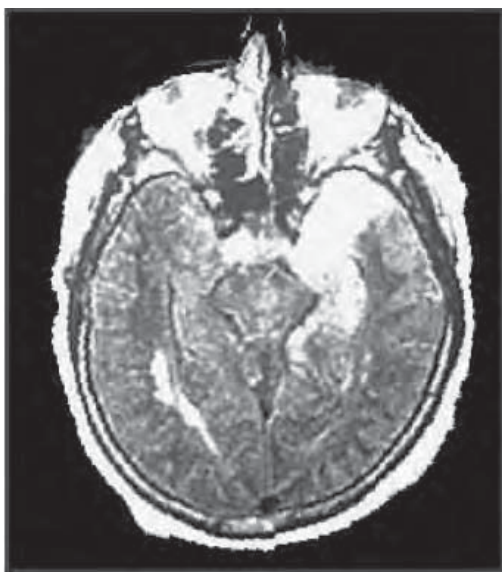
/1.- Resonancia magnética por imágenes. Localización temporal izquierda en encefalitis herpética.
